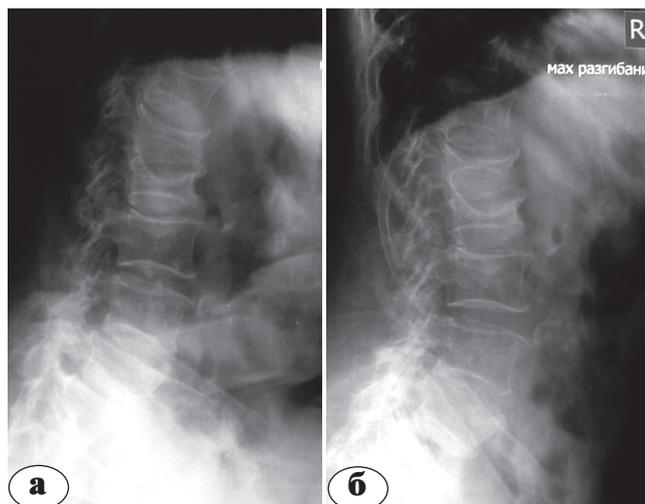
Функциональные рентгенограммы пациентки Р.:
